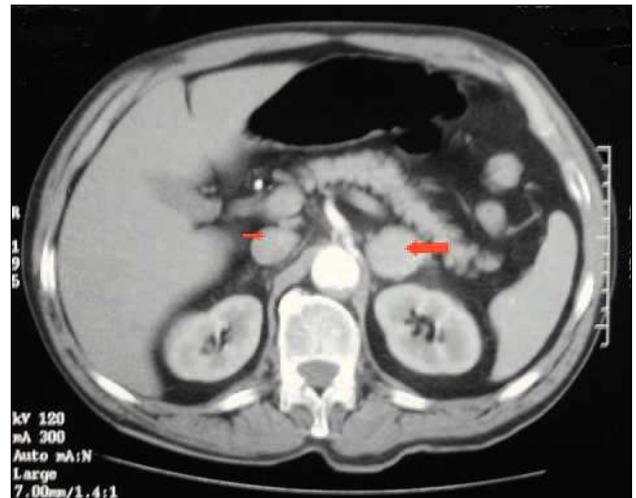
Tomografía computarizada abdominal: tumoración de 3,5 cm de diámetro mayor (flecha grande) en la suprarrenal izquierda. En la suprarrenal derecha se observa un nódulo de 2 cm (flecha pequeña).
